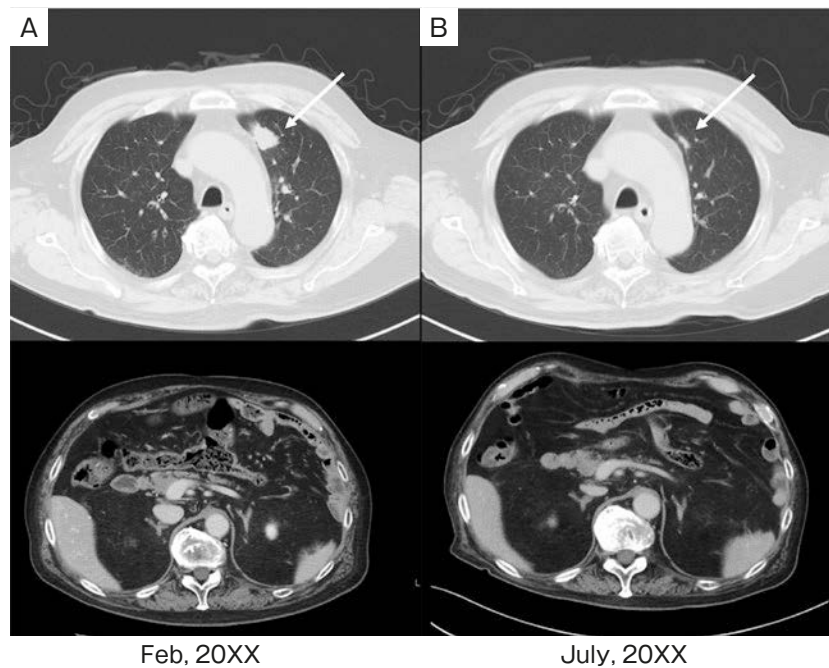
Chest and abdominal CT. (A) In February 20XX. A nodular shadow was observed in the left upper lobe (arrow). (B) In July 20XX. After chemoradiotherapy, the nodular shadow shrank (arrow). No metastasis to the adrenal gland was observed.
